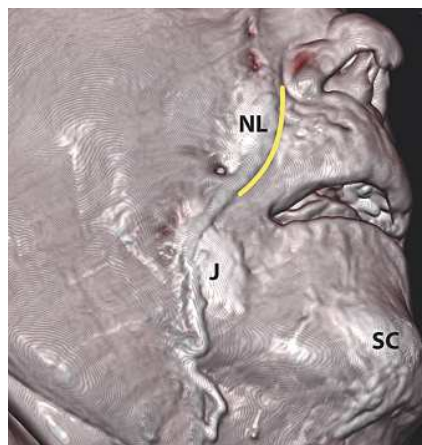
Снимок компьютерной томографии: NL — назолабиальный жировой пакет, J — верхний челюстной жировой пакет. Носогубная борозда отмечена желтым цветом [16].
